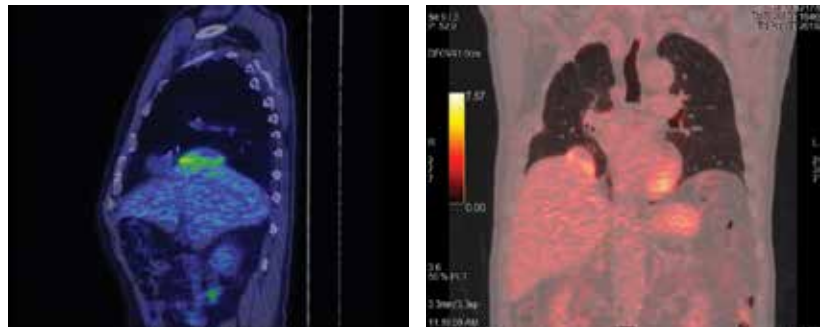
ПЭТ-КТ от 21.08.2019
